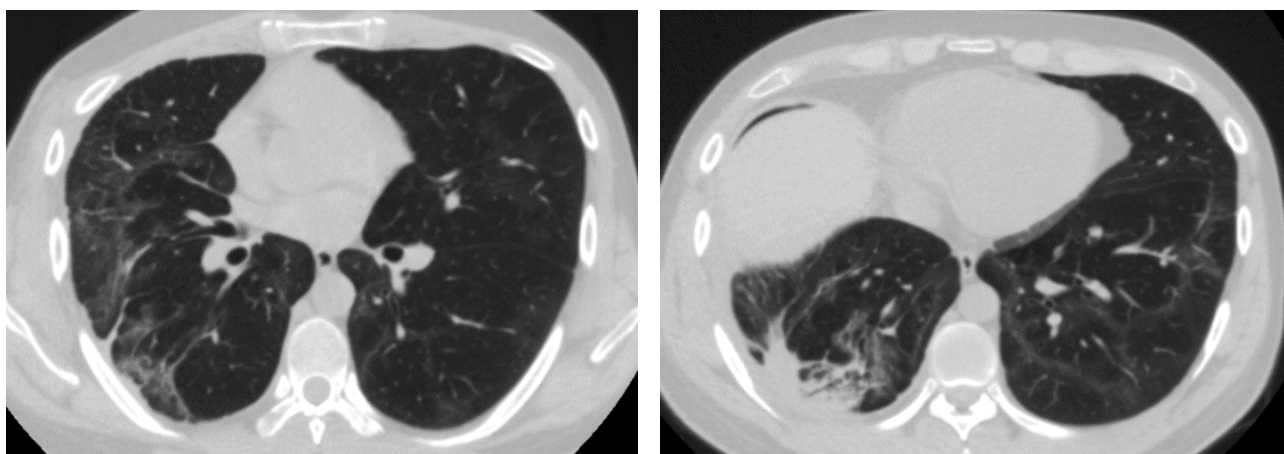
В задне-базальных отделах нижней доли правого легкого определяется участок консолидации с тракционно расширенными субсегментарными бронхами. В передне-базальных сегментах диагностируются участки ретикулярных изменений и линейной консолидации, что в комплексе соответствует разрешению процесса и формированию фиброзных изменений. Паракостальная плевра утолщена до 9 мм. Остаточная плевральная полость облитерирована. КТ-картина остаточных явлений после перенесенной нижнедолевой бактериальной пневмонии. Положительная динамика.
